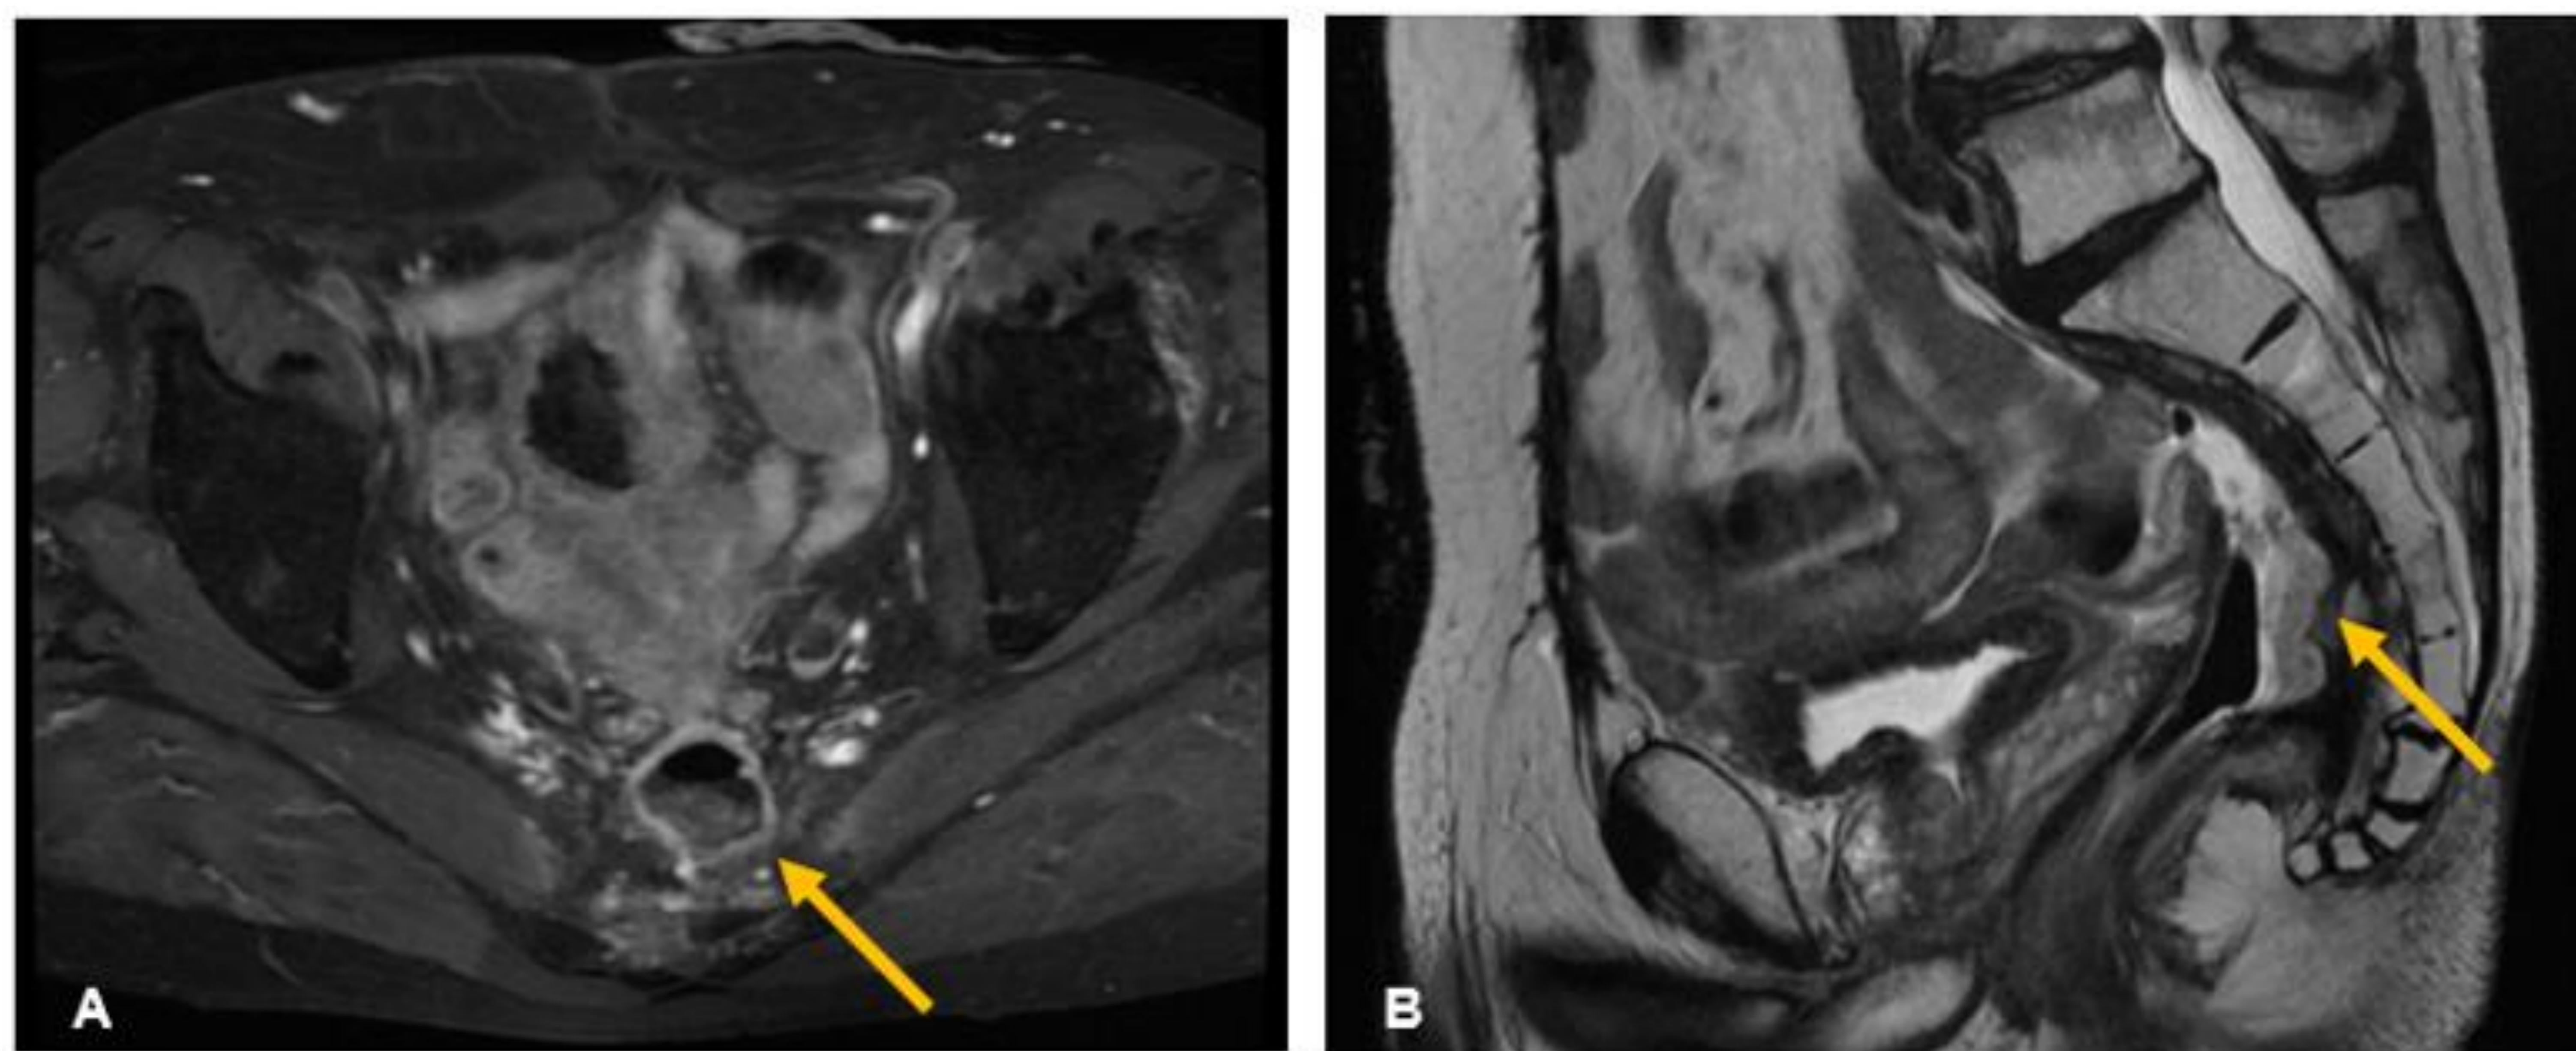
Absceso presacro (A, RM con saturación grasa y contraste intravenoso; B, RM T2 FSE en plano sagital). Paciente postoperado de neoplasia rectal que tras años de la cirugía muestra una colección presacra en relación con cloaca (flechas amarillas), con comunicación con el sigma (no mostrada). Muestra realce de pared, captación de los tejidos periféricos, contenido heterogéneo y aire en su interior, hallazgos que sugieren sobre infección del mismo
